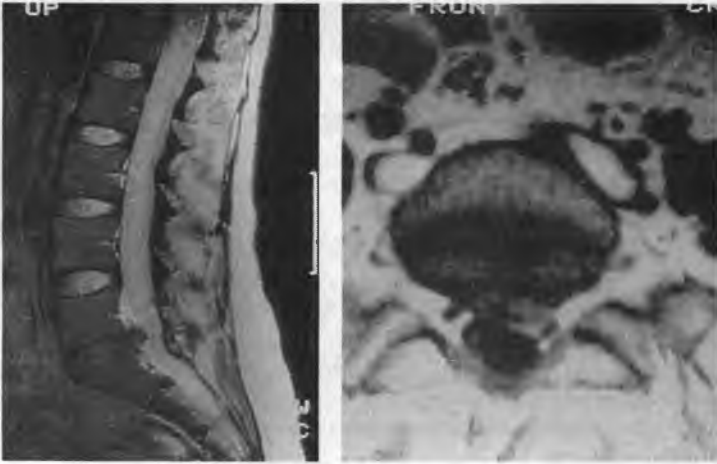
МРТ: грыжа диска L5 на сагиттальном (слева) и аксиальном (справа) срезах
